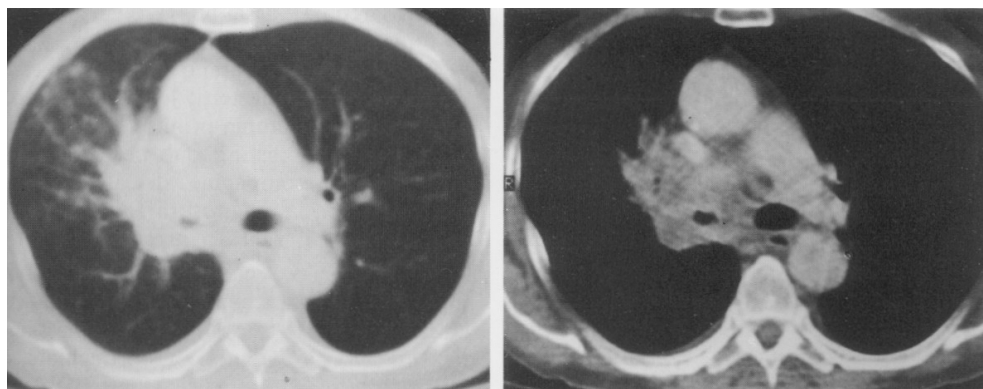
Tomografie computerizată- cancer central
